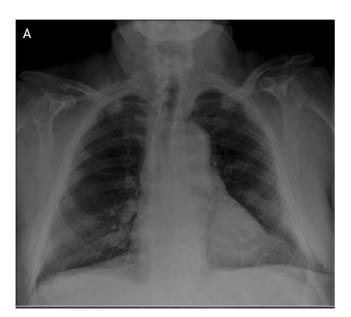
Radiografía de tórax (A) y TAC torácica (B).
